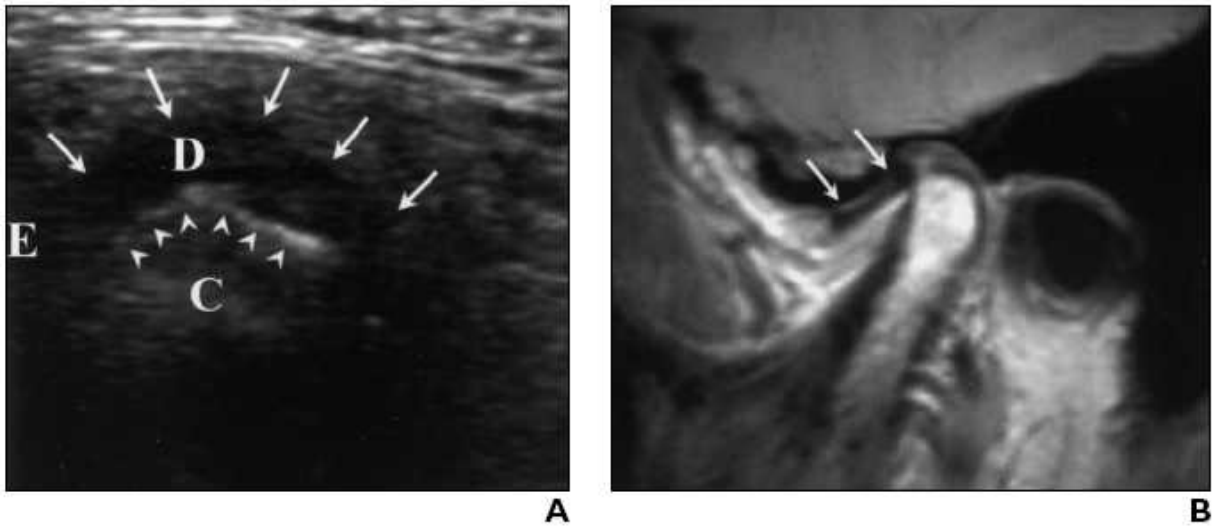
ATM com deslocamento do disco com redução, na posição de boca fechada. A) USG em corte longitudinal, mostrando o disco (setas maiores) anteriormente ao côndilo (setas menores), B) RM em corte sagital, evidenciando o disco (setas) deslocado anteriormente (*E* – *eminence* = eminência, *D* – *disc* = disco, *C* - *condyle* = côndilo)
